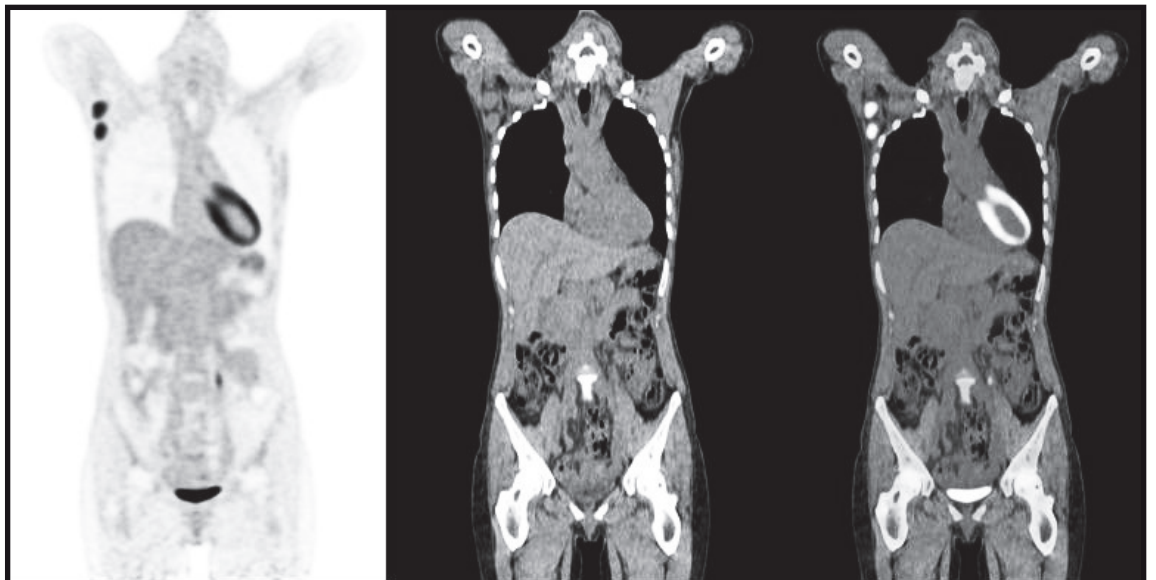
PET/TC amb 18F-FDG. Imatges PET (esquerra), TC (central) i fusió PET/TC (dreta) que mostren captació patològica en adenopaties axil·lars dretes
